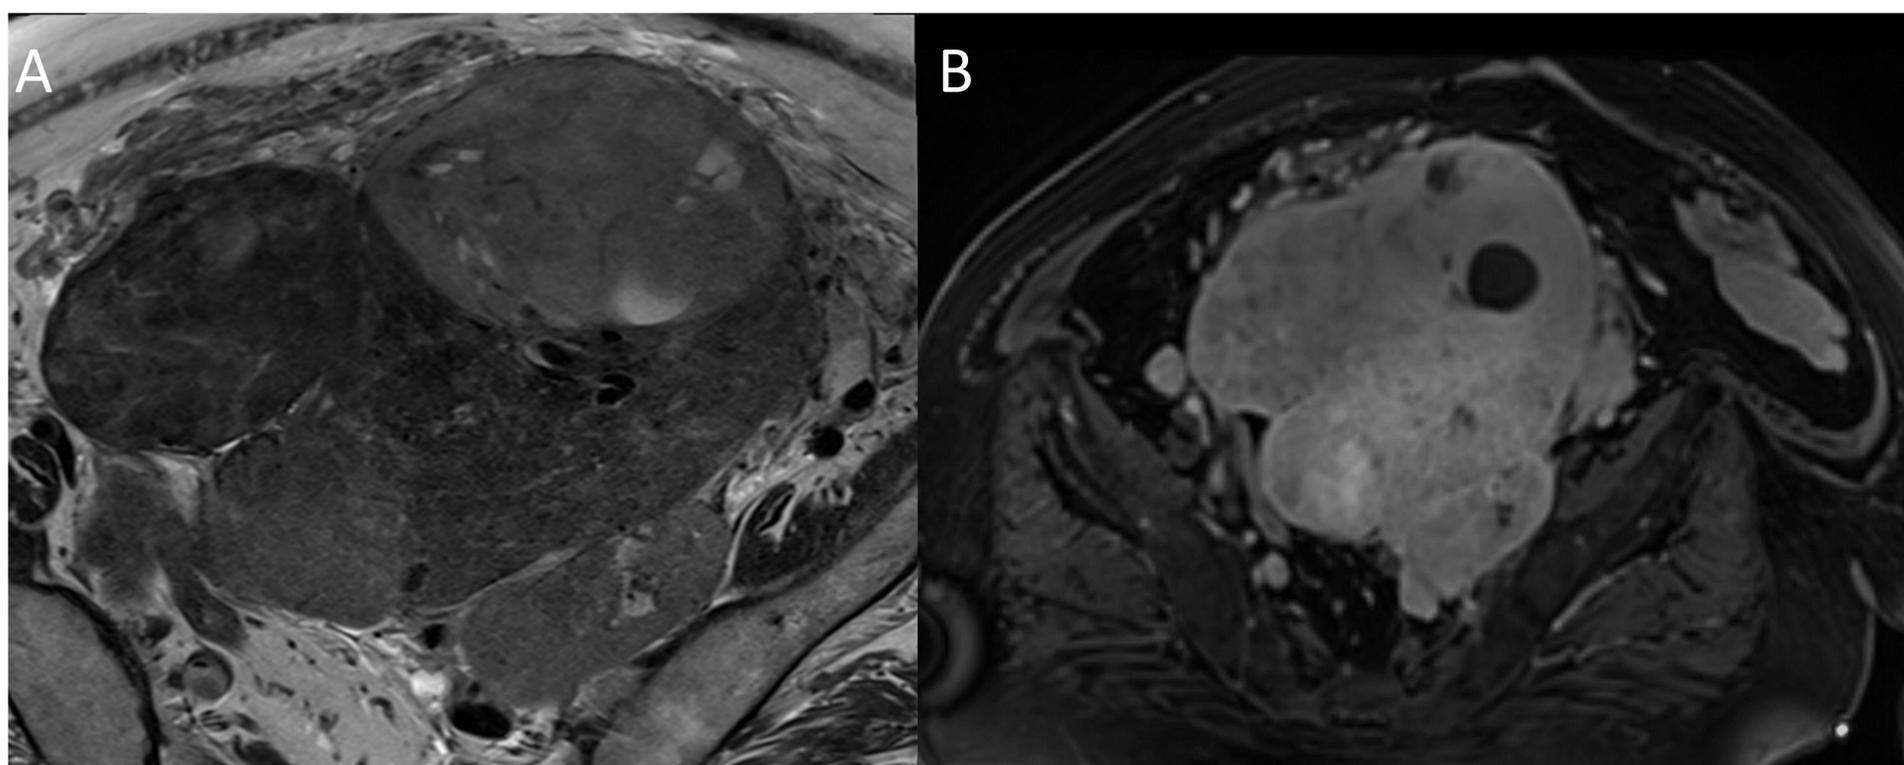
Imágenes axiales potenciada en T2 (A) y adquisición dinámica multifase T2-3D tras administración de contraste (B) de RM pélvica de una paciente histerectomizada.
